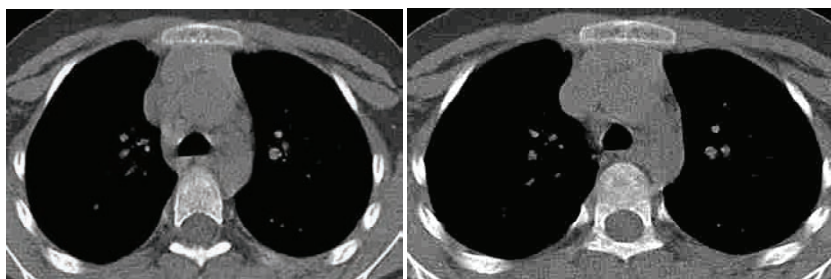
Компьютерная томография легких и средостения. Ребенку 4 года. В S1, S2, S3 левого легкого определяется участок уплотнения неоднородной структуры с д.м.п. 45-67 ед.Н., с участками начинающегося обызвествления. В S2, S6, S8, S10 правого легкого, субплеврально, прослеживаются единичные очаги с четкими контурами. На уровне левого верхнедолевого бронха определяются бронхонодулярный свищ в виде двустороннего дефекта стенки бронха шириной до 6 мм.
